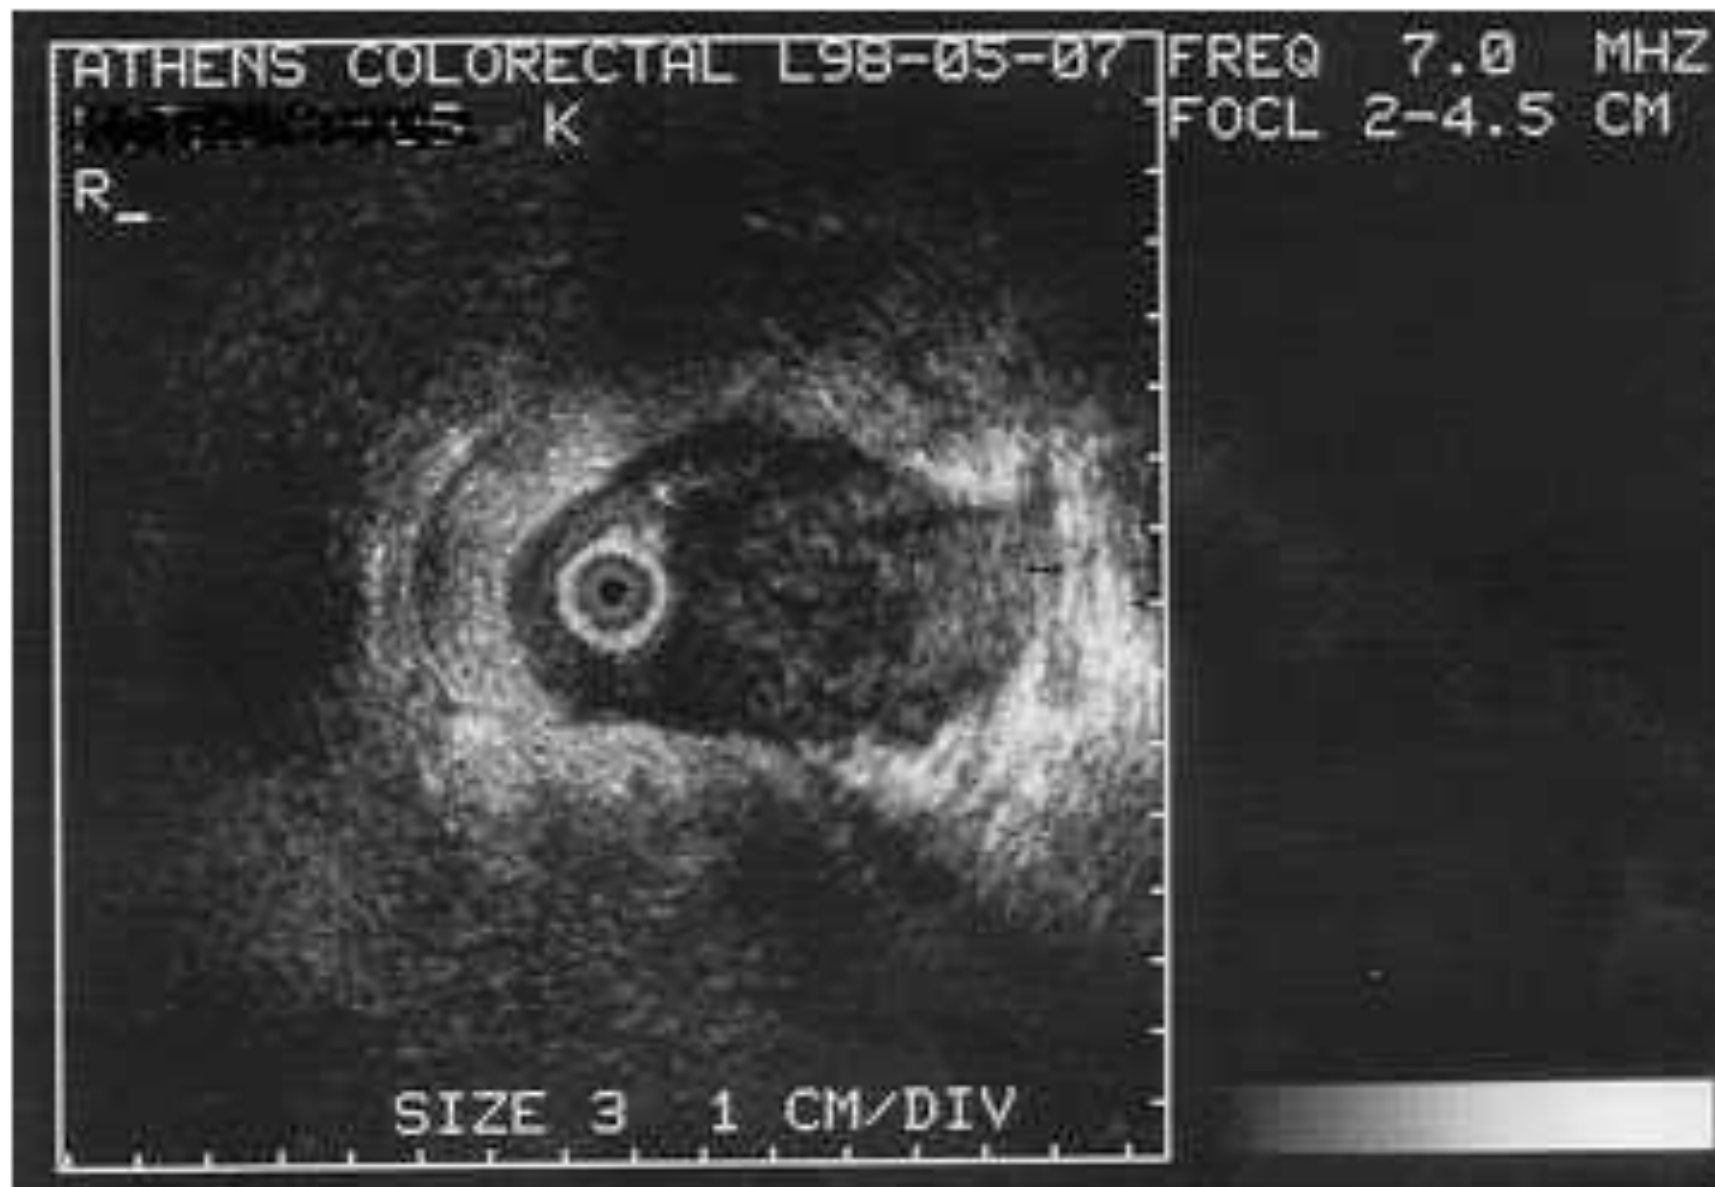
Endoanal ultrasound in a patient with uT₃ anal cancer. Extensive infiltration of perirectal tissues, especially at the anterior quadrant.
